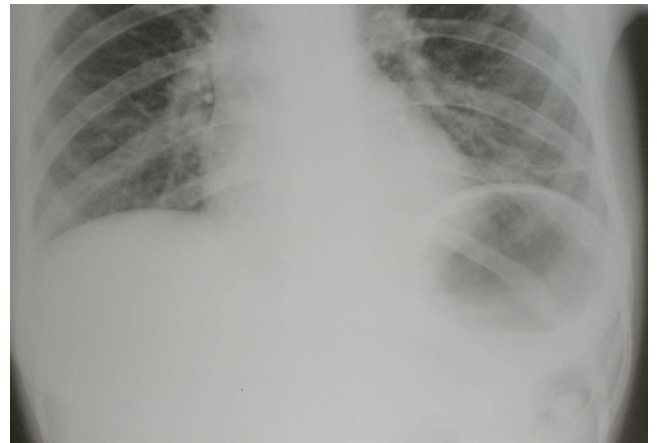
Radiografía de tórax (imagen ampliada): muestra en mejor detalle los mismos hallazgos.
